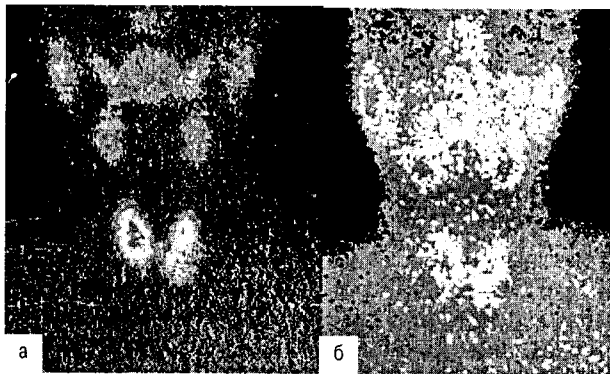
Фолликулярная аденома ЩЖ: а – сцинтиграмма с  $^{99m}\text{Tc}$ -пертехнетатом, визуализируется «холодный» узел в нижнем полюсе левой доли; б – сцинтиграмма с  $^{99m}\text{Tc}$ -МИБИ визуализируется «холодный» узел в нижнем полюсе левой доли [4]
